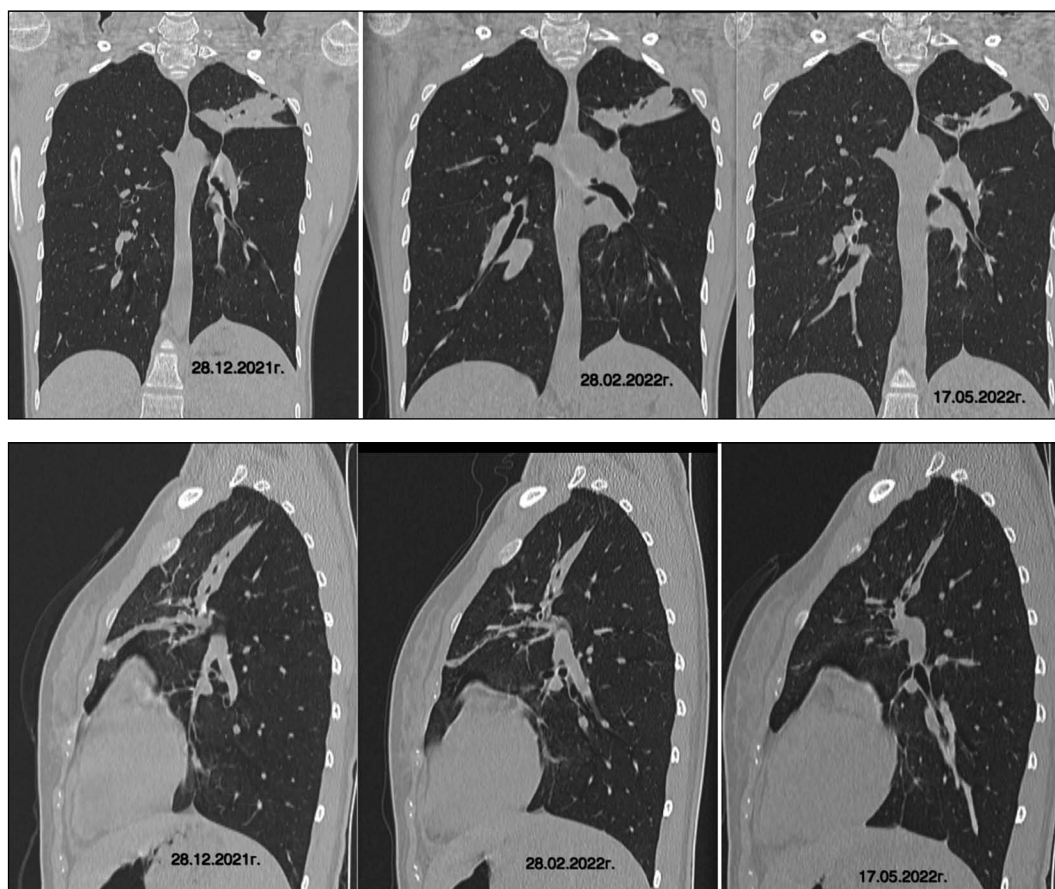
КТ органов грудной полости после установки эндобронхиального клапана. Положительная динамика в виде уменьшения зоны альвеолярной консолидации, закрытия полости деструкции с тенденцией к формированию пневмофиброза.
